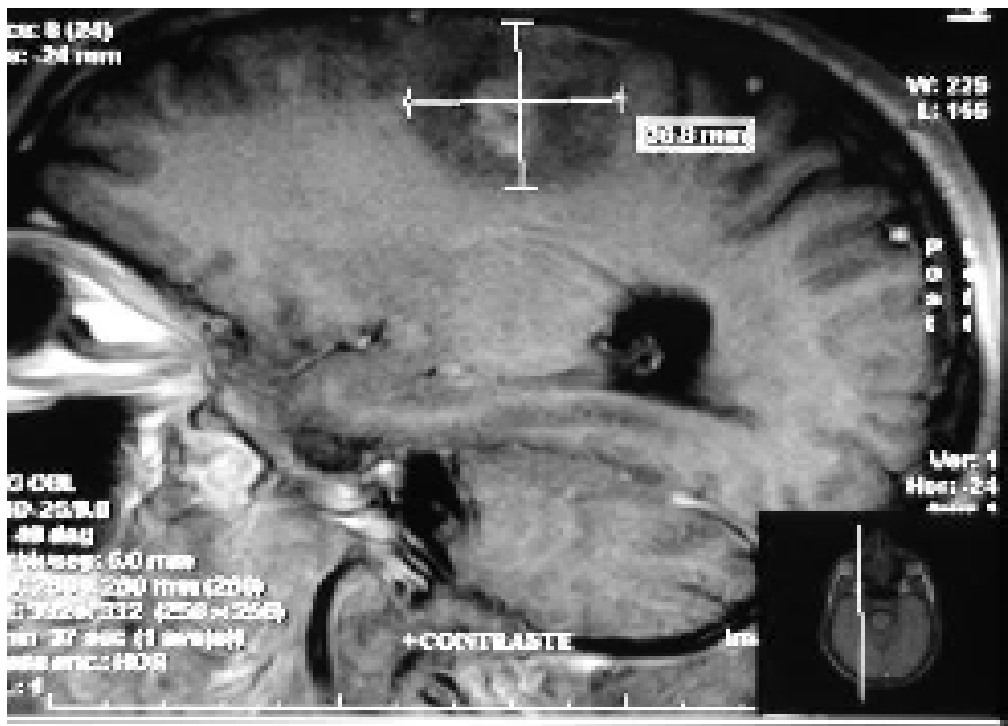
IRM cérébrale en coupe sagittale en séquence pondérée T1 avec injection de gadolinium montrant une formation arrondie bien limitée, prérolandique du côté droit, mesurée à 37x 35 mm. Son centre est spontanément hyperintense en T1 avec œdème hypointense périlésionnel en rapport avec un cavernome (service de Radiologie du CHU MED VI).
